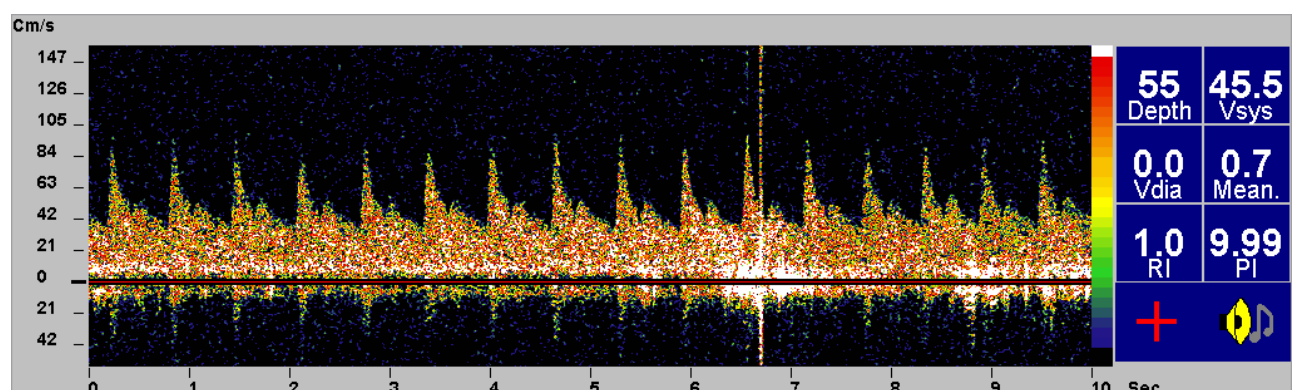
Echodoppler transcrânien (EDTC) : absence de shunt en spontané.
